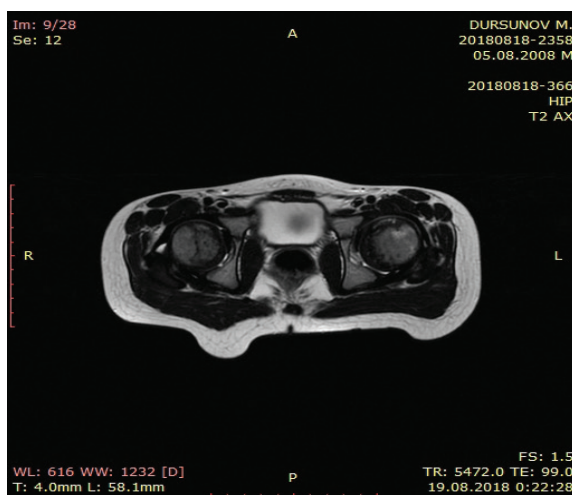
Сравнительные МРТ ТБС пациента N 2 , аксиальные сканы, перед курсом лечения и спустя 5 месяцев после начала лечения методикой "Plasmolifting"
